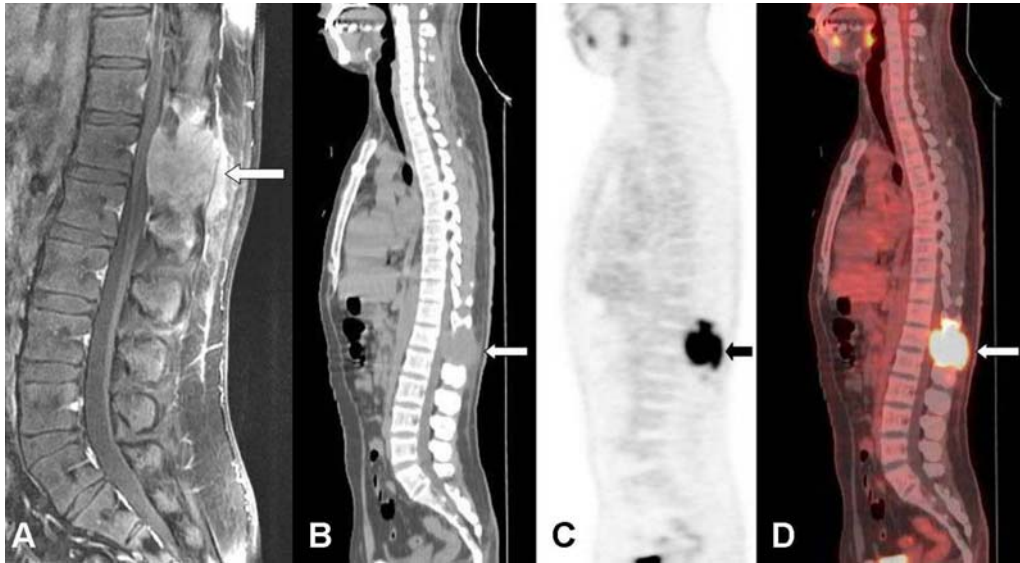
After 12 months of left total nephrectomy, lumbosacral spinal MRI (A) shows a solid mass in the spinous process of the first lumbar spine. This mass invades the spinous processes of the twelfth thoracic and the second lumbar spines. ¹⁸F-FDG PET/CT (B, C, D) shows increased glucose metabolism in the spinous process of the first lumbar spine with invasion of the spinous processes of the twelfth thoracic and the second lumbar spines.
